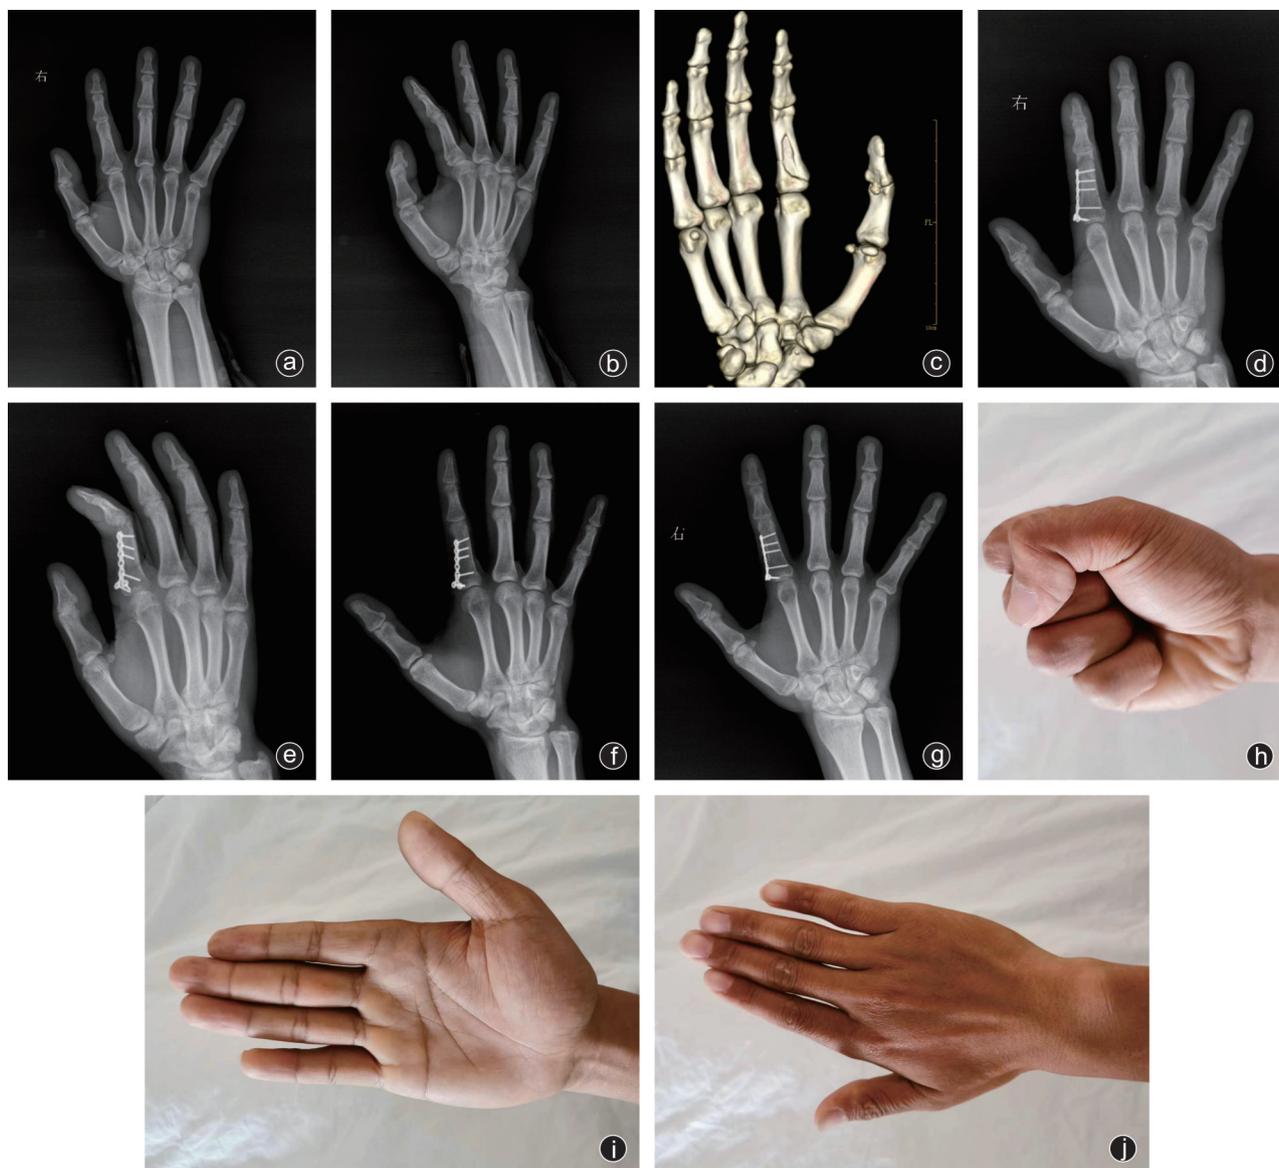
病人,男,38岁,右食指近节指骨骨折,采用侧方入路微型钛钢板内固定治疗 a、b:右手正斜位X线片;c:右手指骨CT三维重建,提示右食指近节指骨骨折;d、e:术后1个月右手正斜位X线片,右食指近节指骨对位对线良好,内固定稳定;f、g:术后1年右手正斜位X线片,骨折愈合良好;h~j:术后1年右手功能图,病人右手功能恢复良好,手指屈伸无受限
